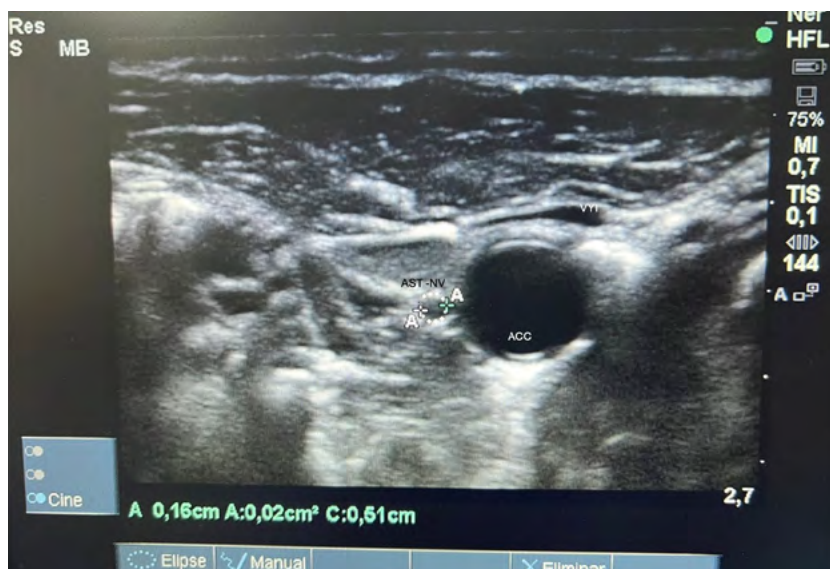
Ultrasonido del nervio vago en un paciente síndrome de Guillain-Barré (SGB)
